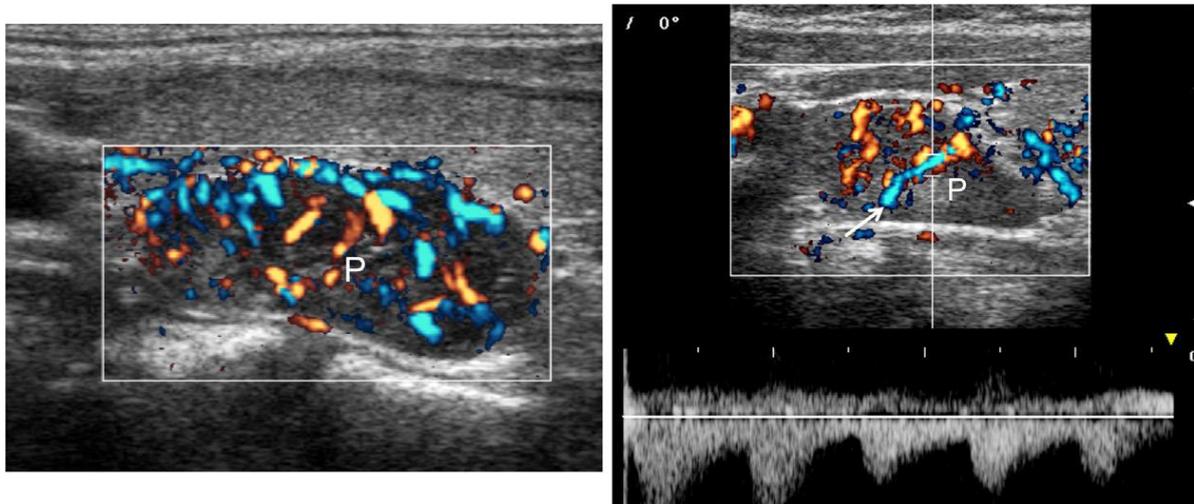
lésions parathyroïdes typique à l'echo-Doppler couleur. (A) des signaux de flux de couleur intraparenchymateuses diffuses. (B) vasculaire polaire (flèche) avec un spectre artérielle. P = lésions parathyroïdiennes. ⁽³⁰⁾
